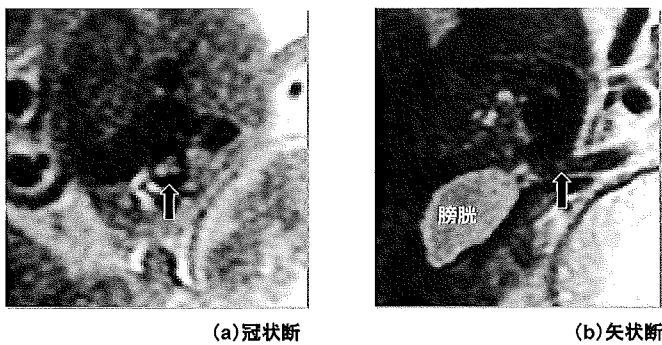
血栓形成が疑われた例の胎児MRI像 (T2 強調像)
